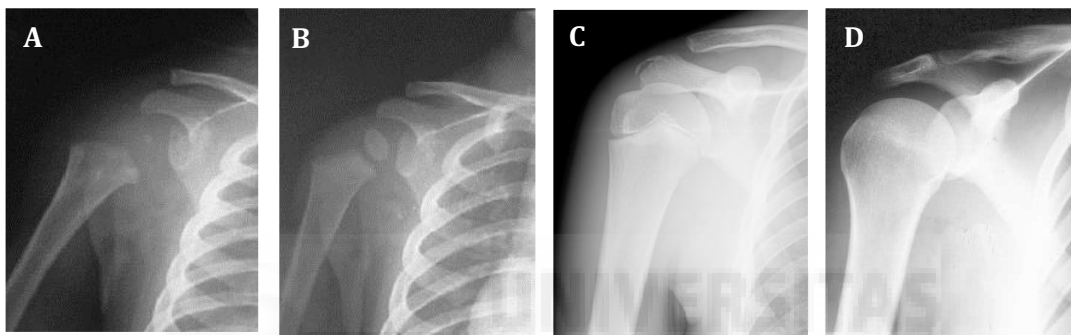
Radiografías del hombro en neonato (A), lactante (B), adolescente (C) y adulto joven (D).
